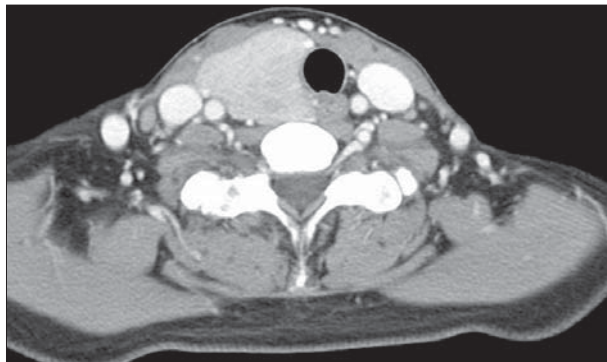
Axial CT scan of the neck showing invisible left thyroid gland and enlargement of right thyroid gland.
